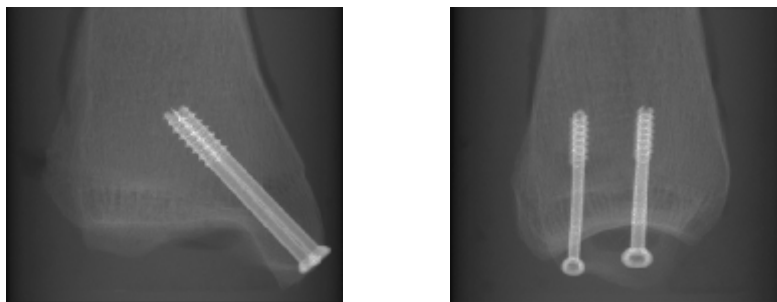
Innenknöchel mit zwei Asnis-Schrauben fixiert, Röntgenaufnahme in zwei Ebenen
